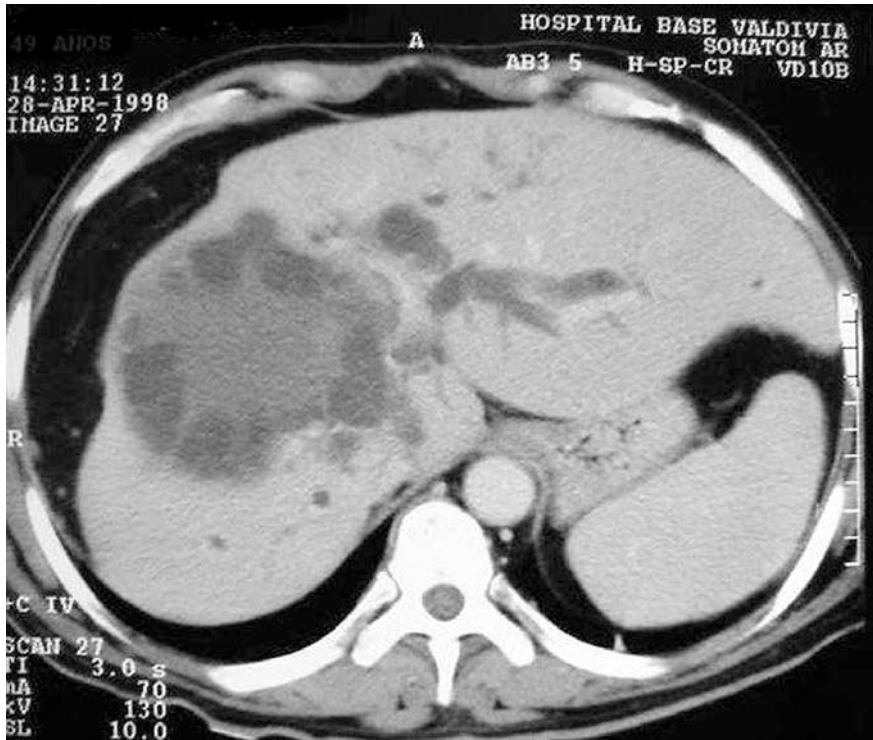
Tomografía axial computada abdominal con contraste. Muestra lesión de lóbulo hepático derecho, con densidades heterogéneas en su interior. Nótese la gran dilatación de la vía biliar intrahepática izquierda y la hepatomegalia compensadora.
